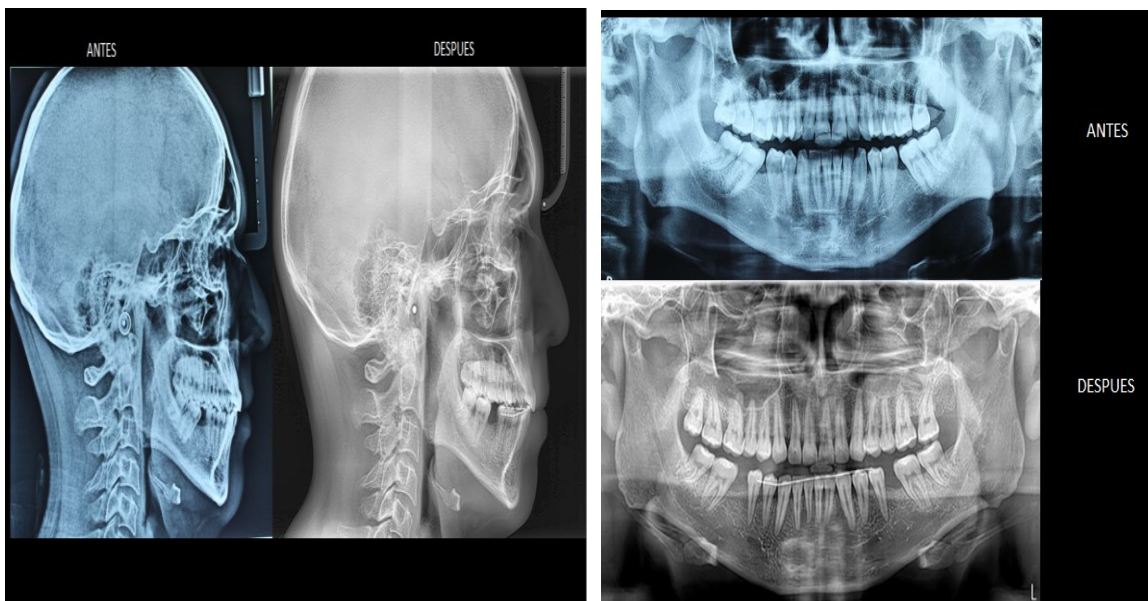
Radiografías comparativas
